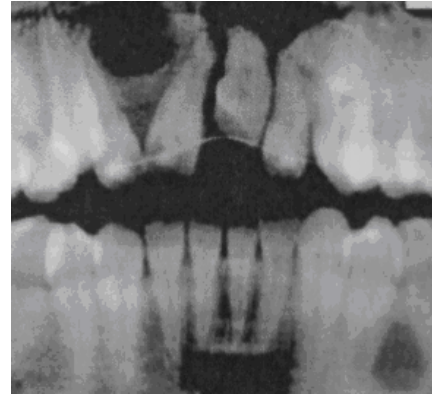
Acercamiento a la radiografía panorámica post operatoria, donde se aprecia el retenedor rígido fijo en los incisivos superiores. Así como la neoformación de un premolar maxilar supernumerario.⁶⁵
